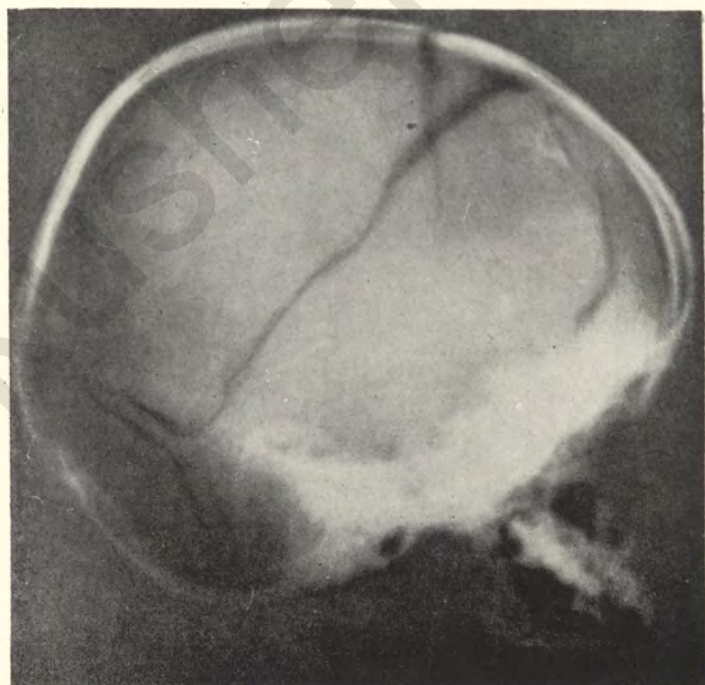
Рентгенограмма черепа того же больного. Снимок en face.
